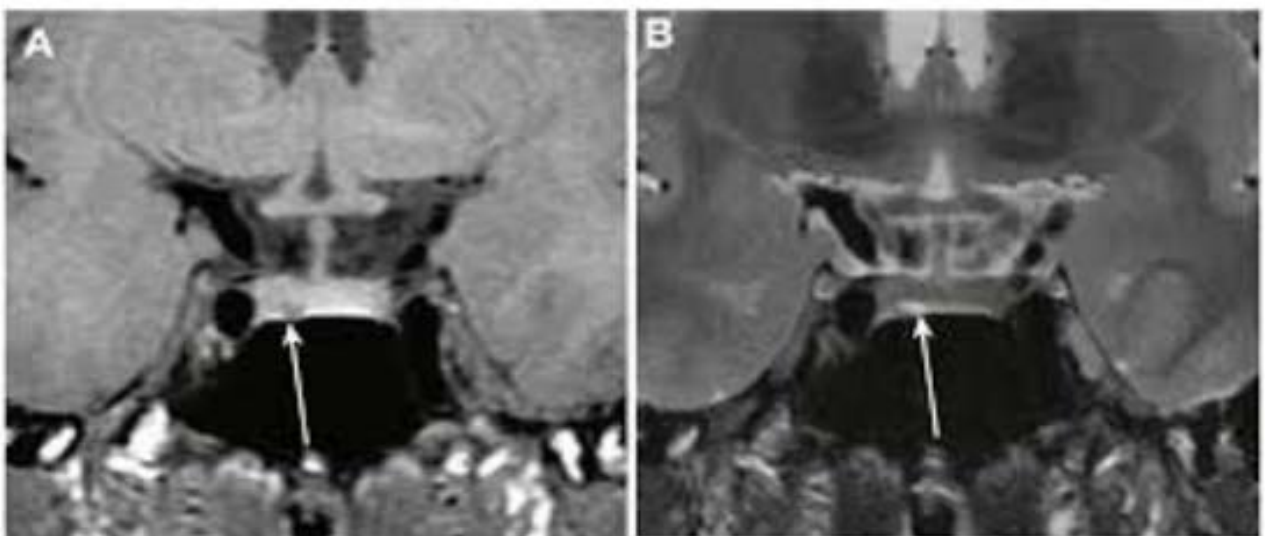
IRM hypophysaire en coupes coronales T1 (A) et T2 (B), objectivant un microadénome hypophysaire latéralisée à droite (flèches) au contact du diaphragme sellaire en hyposignal T1 et hypersignal T2.
